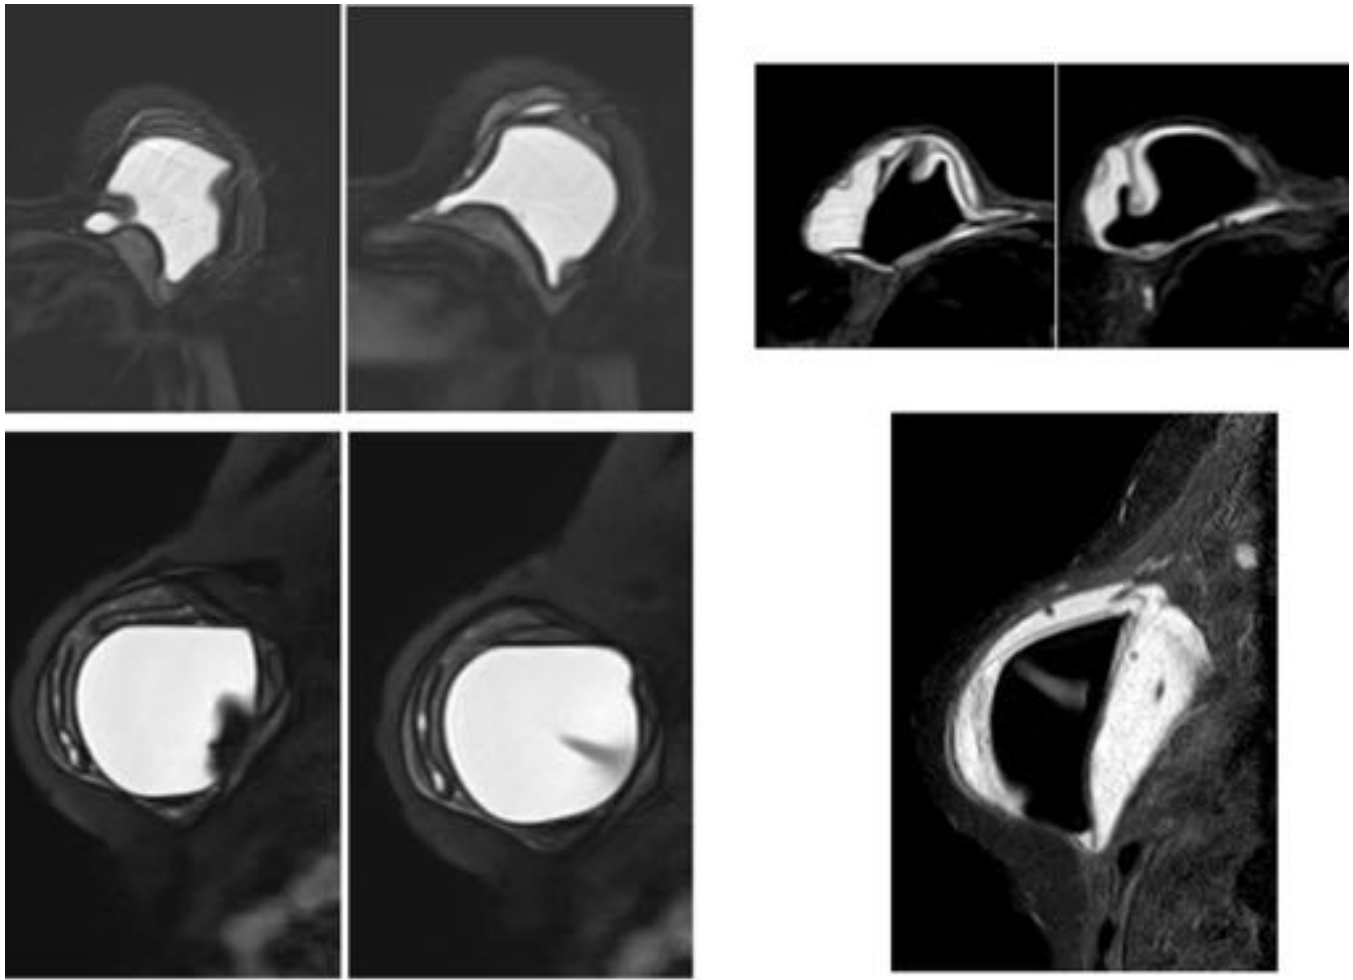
Rotura intracapsular en dos pacientes con prótesis bicamerales invertidas. Izquierda: las imágenes axiales y sagitales por RM de secuencia con supresión de grasa y silicona muestran signos de rotura protésica parcialmente colapsada. Derecha: las imágenes axiales y sagital por RM (secuencia STIR-FLAIR) de otra paciente muestran una semiología superponible. Los hallazgos suelen parecer más conspicuos al ojo del radiólogo cuando se potencia la señal de la silicona.
